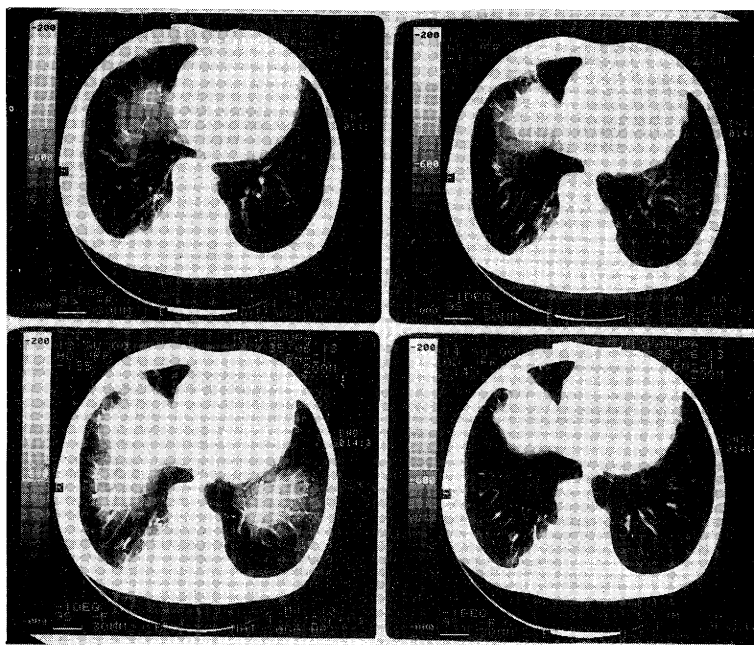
CT scan of the chest, Case 2, showing the infiltration of the lower lobe in the right lung.
